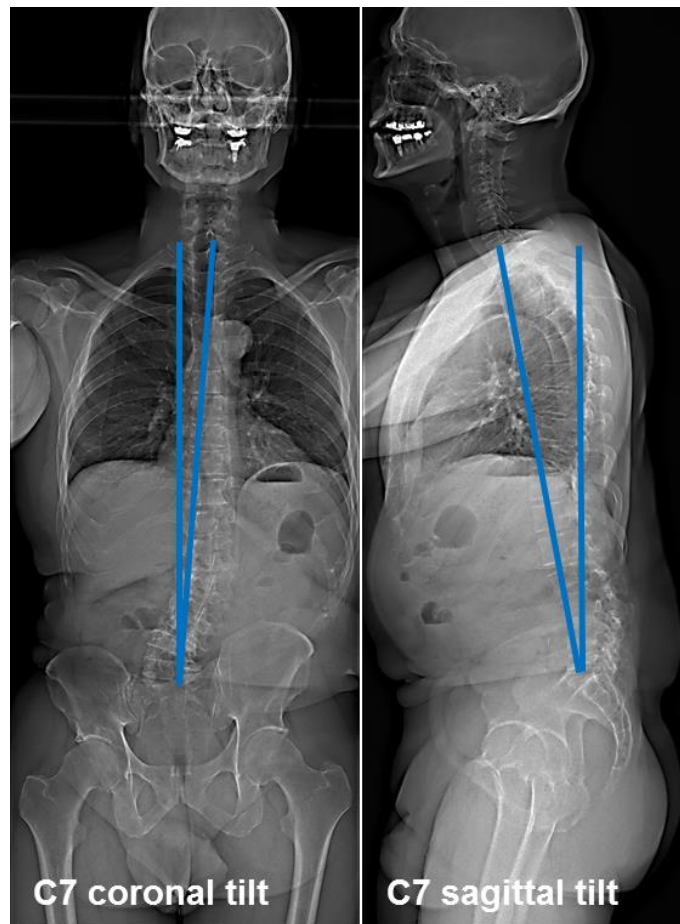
coronal and sagittal x-rays with global alignment parameters (C7 coronal tilt on anterior and C7 sagittal tilt on lateral x-rays).
